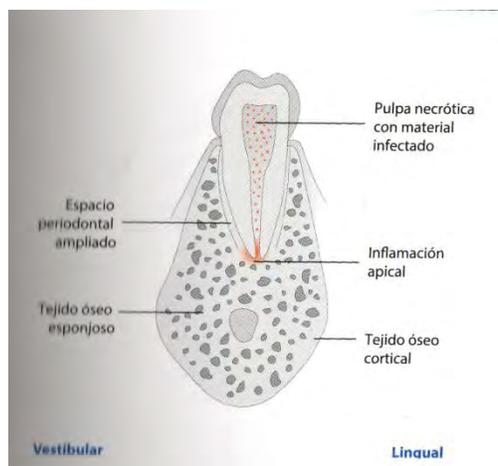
Fase periapical de la infección odontogénica.
